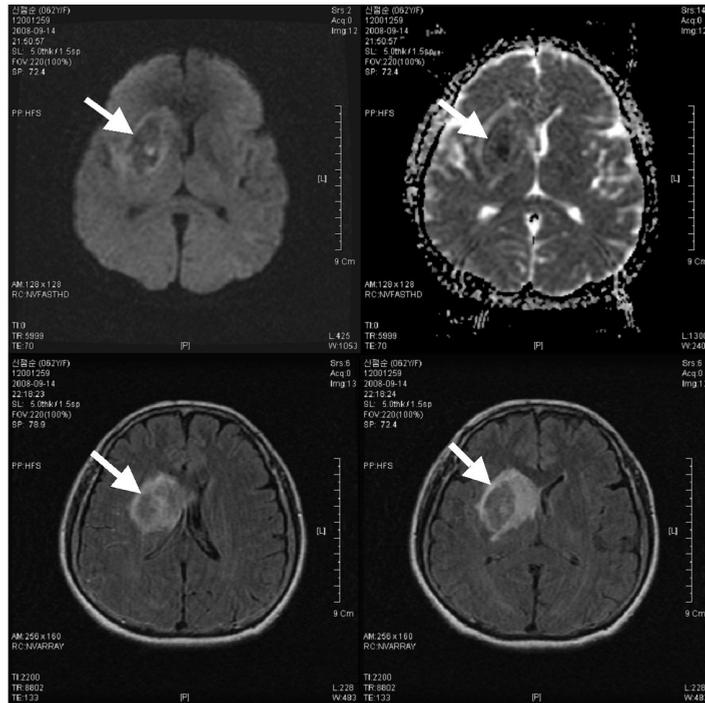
Brain MRI at 2008/09/14
